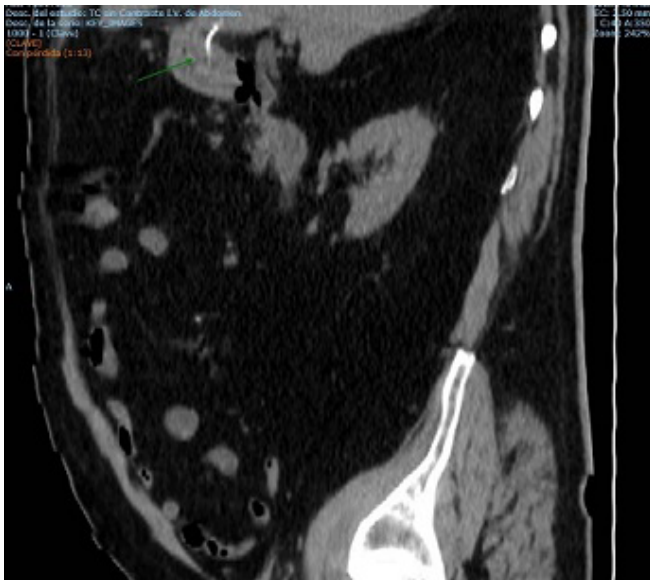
Corte TC abdominal donde se observa cuerpo extraño en duodeno que impronta pared inferior hepática.
